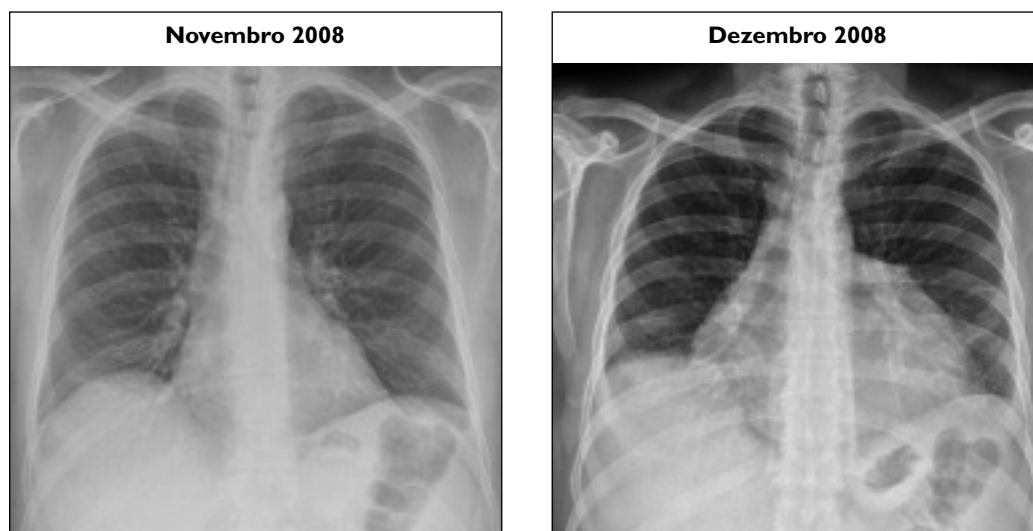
Radiografia de tórax em incidência pósterio-anterior mostrando comparativamente um aumento importante da área cardíaca.
